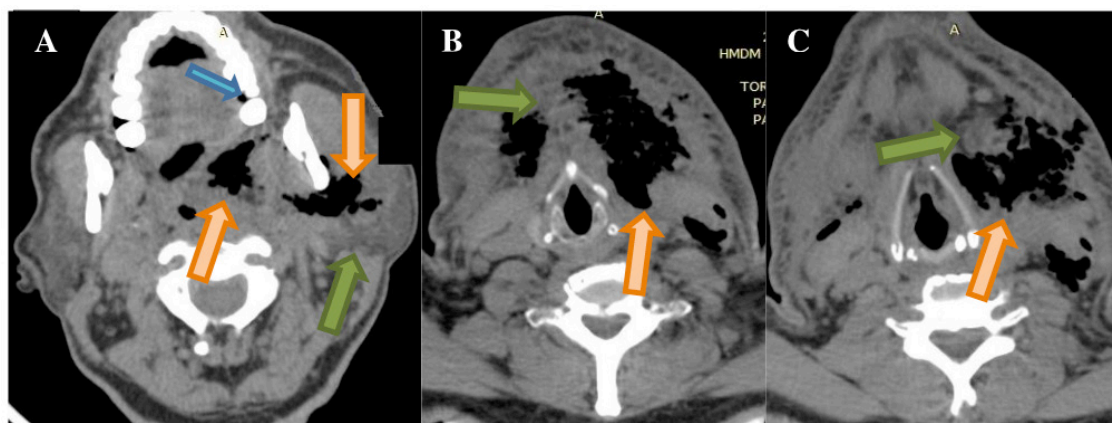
TC da região cervical alta (corte axial – A, B e C): Infiltrado inflamatório sugestivo de coleção: gás (hipodenso – setas laranjas) e líquido (isodenso – setas verdes) dissecando os planos superficiais à esquerda. Evidenciando ainda elemento com abertura endodôntica (seta azul).
